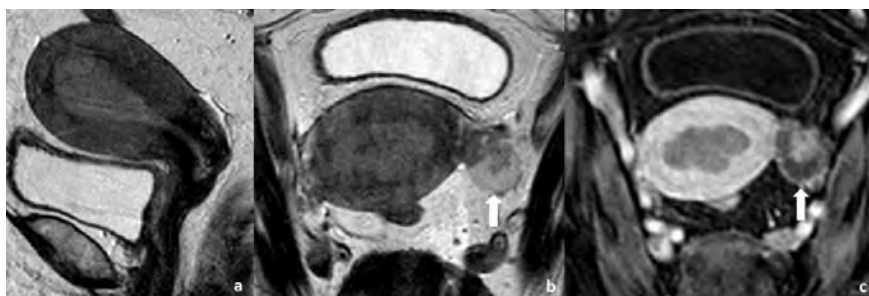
Mulher de 78 anos com carcinoma do endométrio estágio IIIA e cistadenocarcinoma seroso do ovário esquerdo. A RM pélvica de estadiamento, com sequências ponderadas em T2 no plano sagital (a) e axial oblíquo (b) e em T1 com supressão de gordura após administração de gadolínio no plano axial oblíquo (c) demonstra a presença de tumor do endométrio, preenchendo toda a cavidade endometrial. Coexiste tumor quístico no ovário esquerdo (seta), com componente sólido com captação de contraste, a impor diagnóstico diferencial entre tumor primário do ovário e metástase ovárica. A análise histopatológica revelou tratar-se um carcinoma seroso do ovário.
